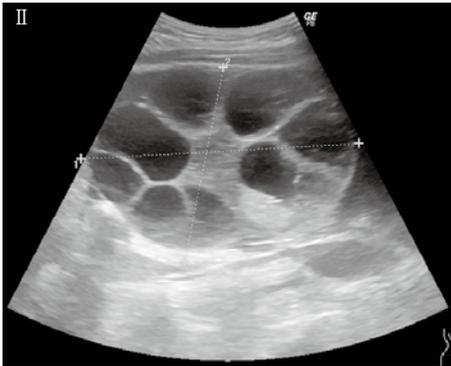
入院時 経腹超音波像 I：右卵巣 II：左卵巣
